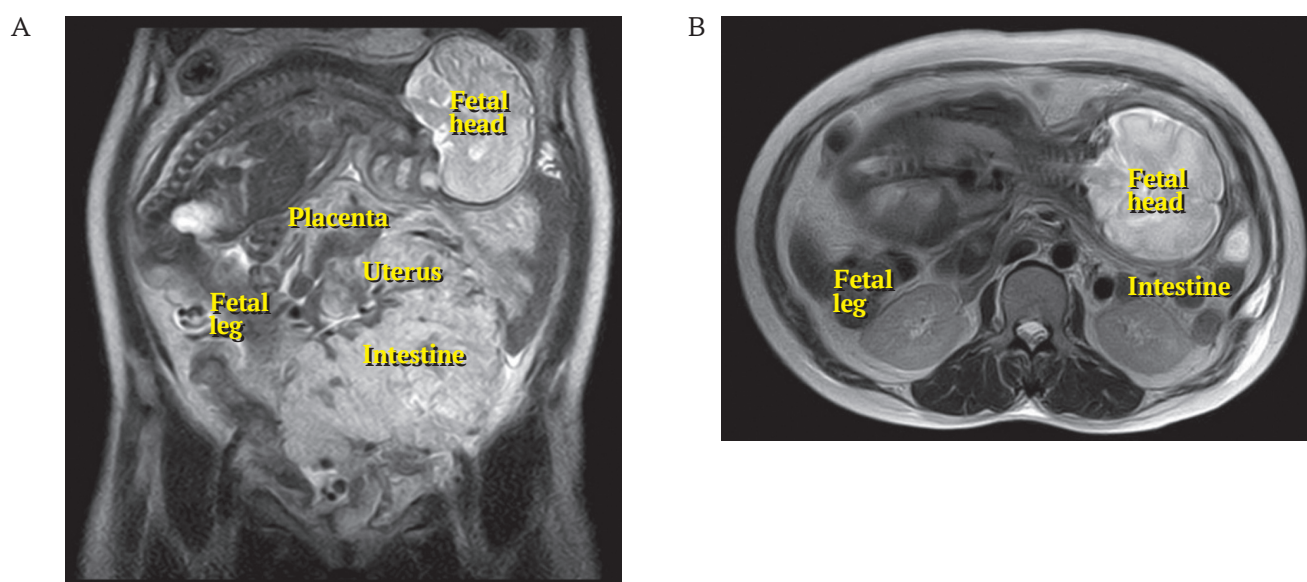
The magnetic resonance T2-weighted imaging of a 42-year-old woman with an abdominal pregnancy: the extrauterine fetus is in a transverse position (A – Frontal, B – Axial).
